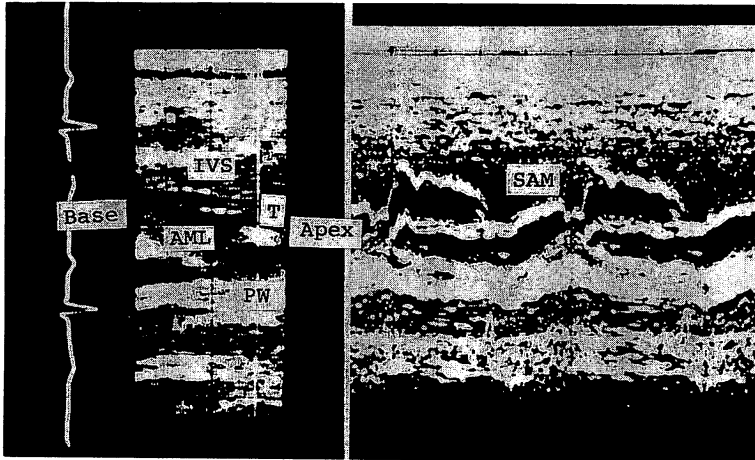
Simultaneous recordings of cross section and M-mode echocardiogram in IHSS.
